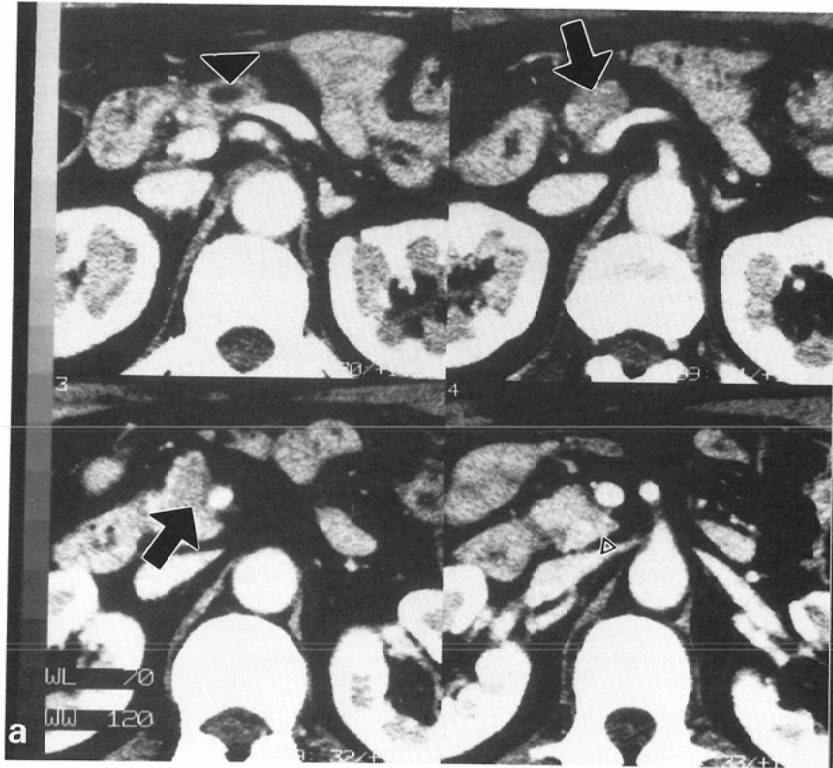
The images by thin slice table incremental CE-CT scanings show the carcinoma as low density areas (→ and panel a), which has obstructive pancreatitis located the upper stream of the mass (▼ and panel b), and the chronic pancreatitis located the lower stream of the mass (▽ and panel c).
